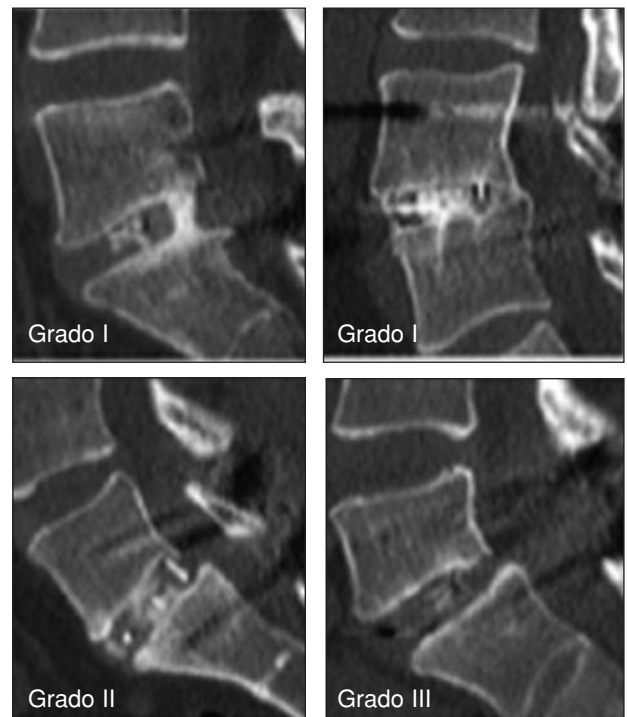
Tomografía computarizada de grados de consolidación.
